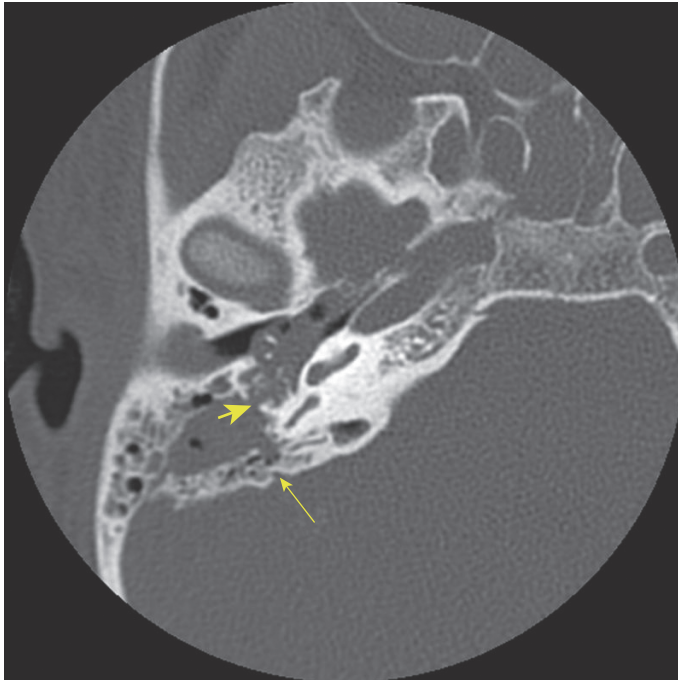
Компьютерная томография височной кости с переломом височной кости через канал лицевого нерва. Длинная стрелка указывает на уровень повреждения нерва. Короткая стрелка показывает линию перелома
